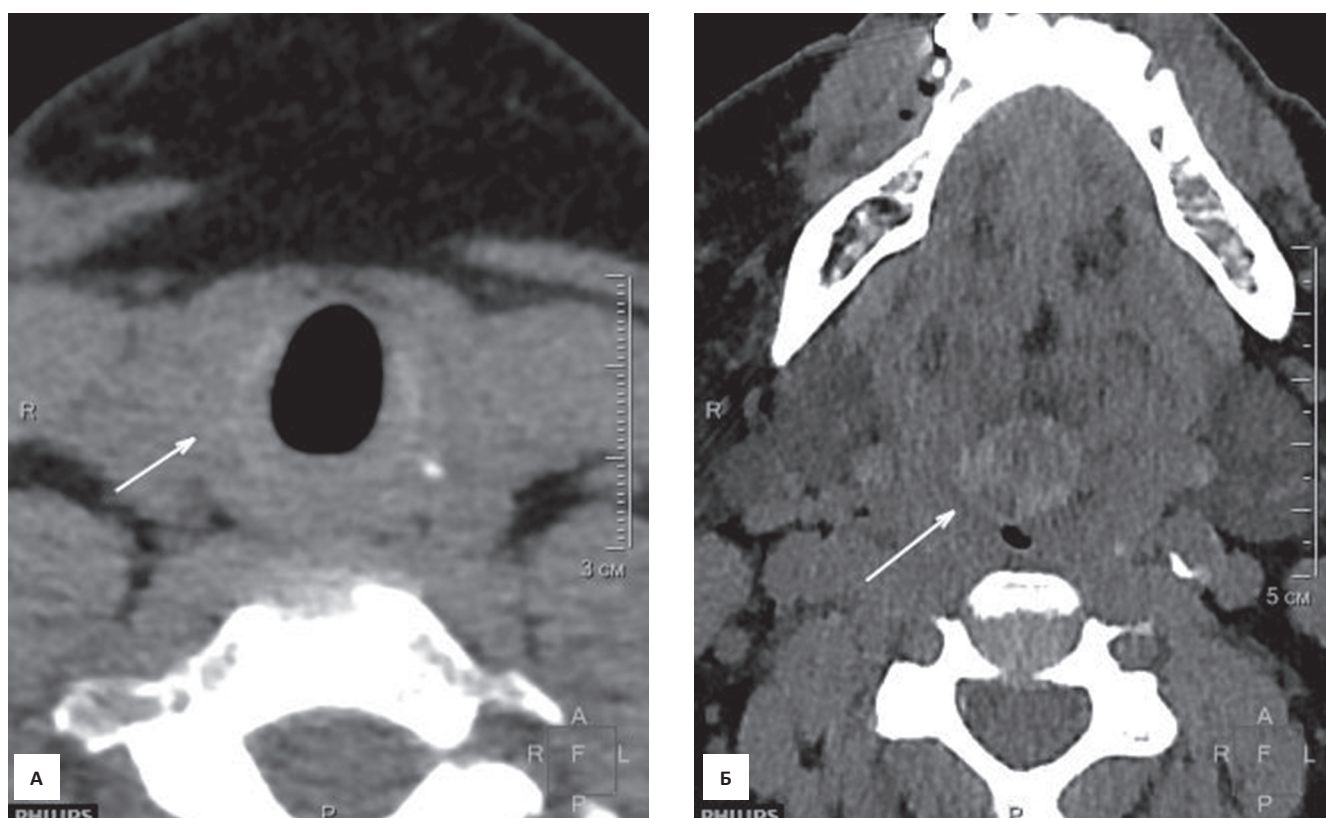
Компьютерная томография шеи, бесконтрастное исследование, аксиальные изображения на разных уровнях сканирования: А – отсутствие визуализации щитовидной железы в типичном месте (стрелка). Б – неоднородной структуры дополнительное образование в корне языка, расположенное по средней линии (стрелка)
